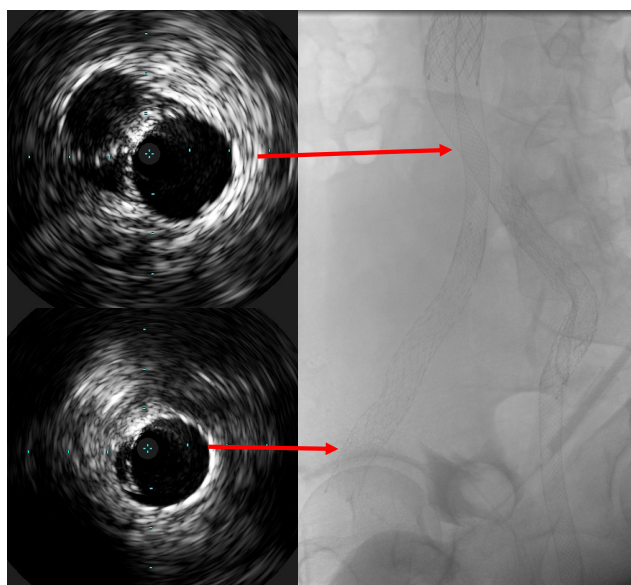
Финальные данные ВСУЗИ и ангиографический результат.
